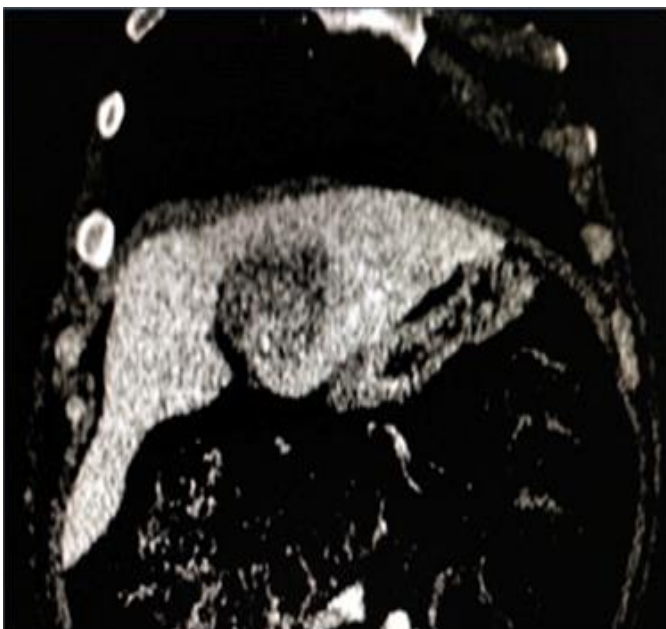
Tomografia computadorizada: lesão hepática (segmento III) e pneumoperitônio.
